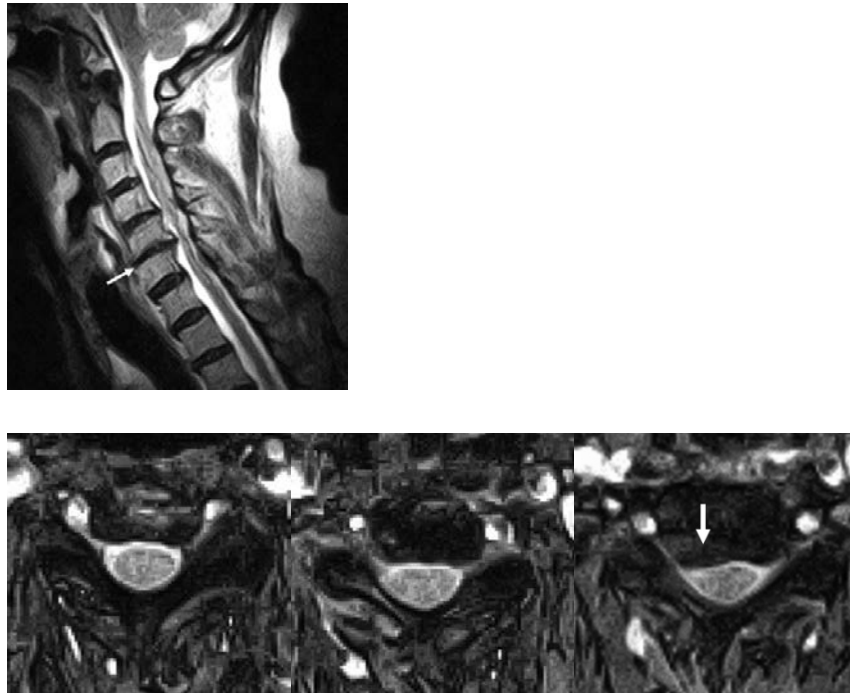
上段：MRI T2WI矢状断、下段：MRI T2WI横断像 左からC3/4, 4/5, 5/6
